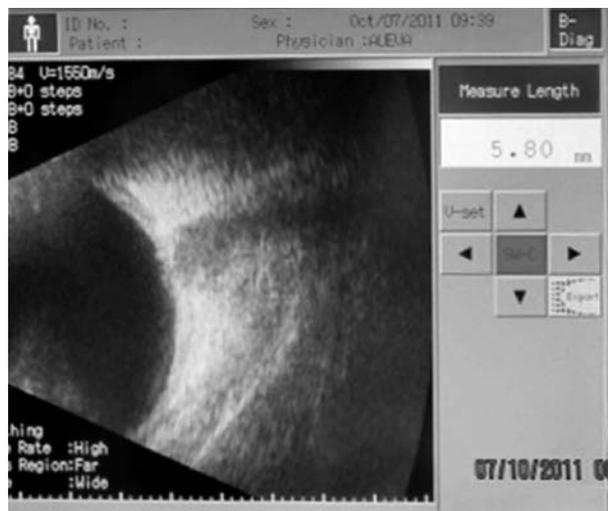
УЗИ зрительного нерва пациентки Ш., 32 г. Визуализируется гипозоногенное изображение зрительного нерва. Метками отмечен контур зрительного нерва с оболочками. Диаметр зрительного нерва 5,8 мм.
